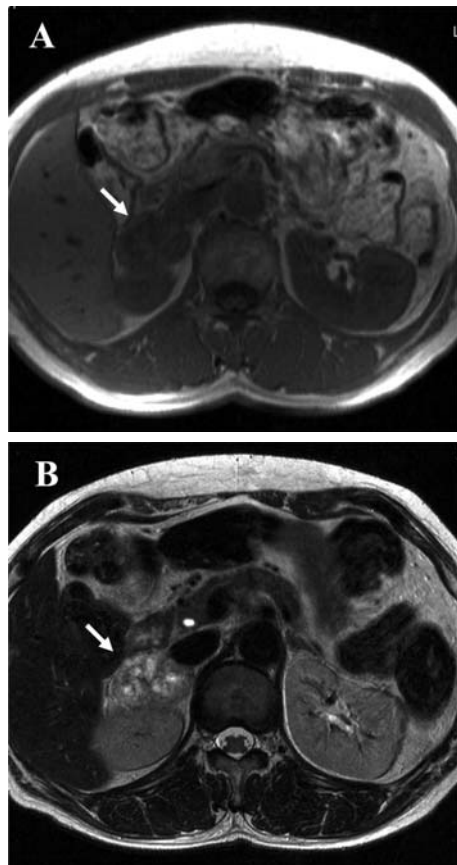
MRI. (A) T1-weighted image. (B) T2-weighted image.
